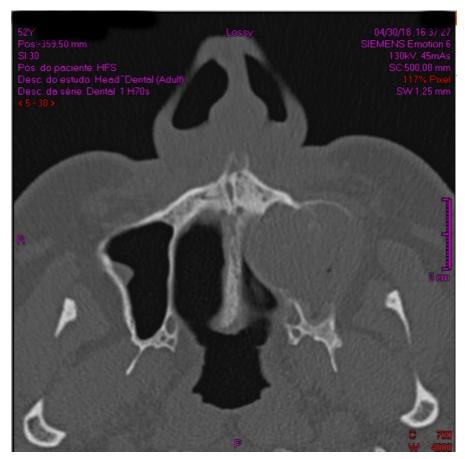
Corte axial de TC Dental-Scan que sugere lesão nodular expansiva ao nível da maxila esquerda, com aspeto de vidro fosco, com limites parcialmente definidos e algumas calcificações dispersas. Aparente invasão do seio maxilar e fossa nasal homolateral.
